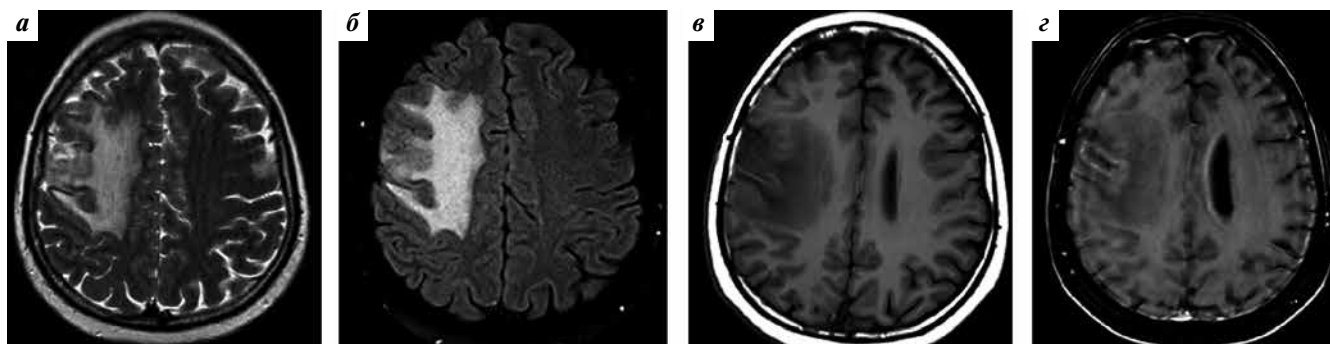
Магнитно-резонансная томография головного мозга пациентки Б. от 08.09.2014 в режимах T1-взвешенных изображений (ВИ) (а), T2-ВИ (б) и T1-ВИ после внутривенного контрастирования (в, з). Дальнейшее увеличение очагового образования в правой лобно-теменной области, накапливающего контрастный препарат по периферии, а также увеличение выраженности перифокального отека
